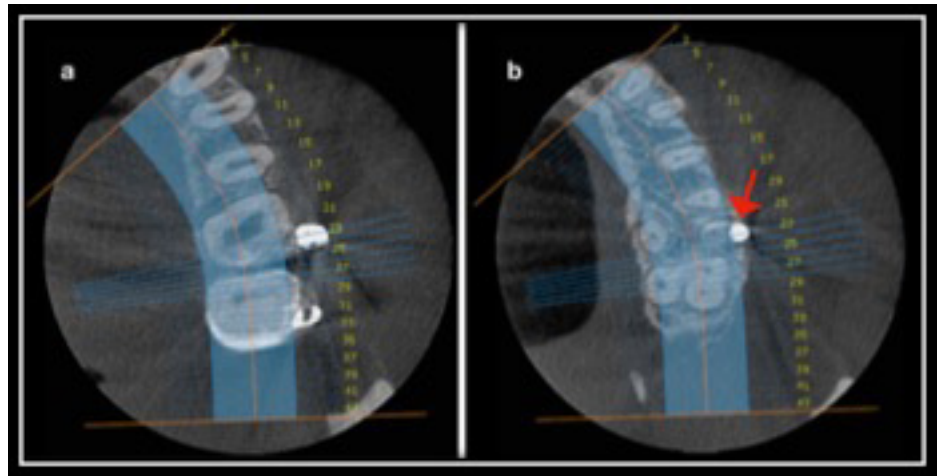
Imágenes transversales de CBCT que muestran la Relación con estructuras dentales. a) se observa que no existe contacto entre el MIO y la Raíz del primer molar. b) se observa el contacto que existe entre el MIO y la Raíz DV del primer molar.
